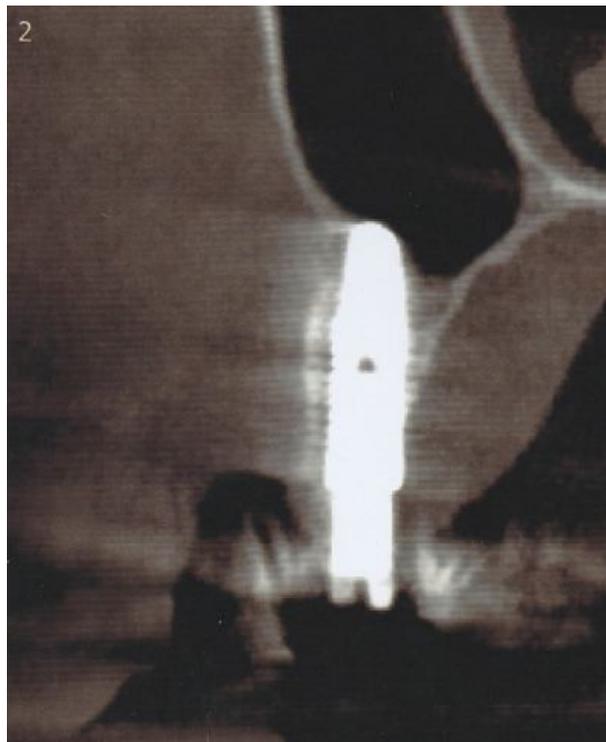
Tomografia Computadorizada pós-operatória das região 15 (B), respectivamente.
